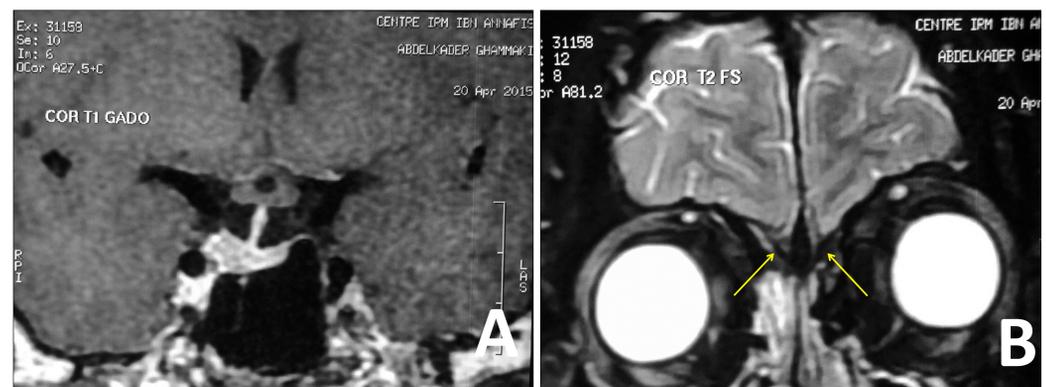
(A) IRM hypophysaire objectivant:
